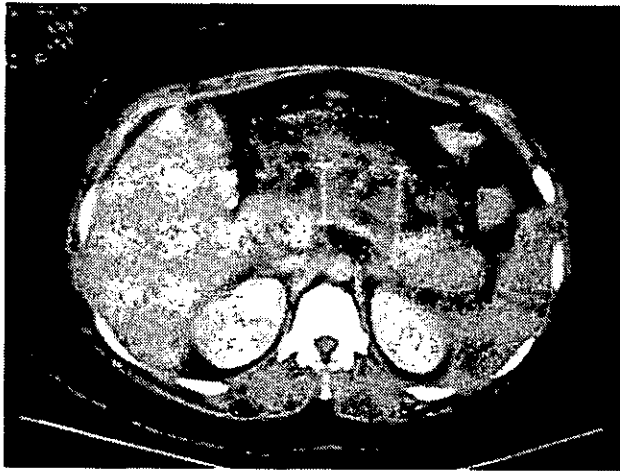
Tomografía contrastada. Páncreas con bordes irregulares, aumentado de tamaño, parénquima heterogéneo. Area hipodensa que no refuerza con el medio de contraste: Colección peripancreatica. Pancreatitis tipo "D".
